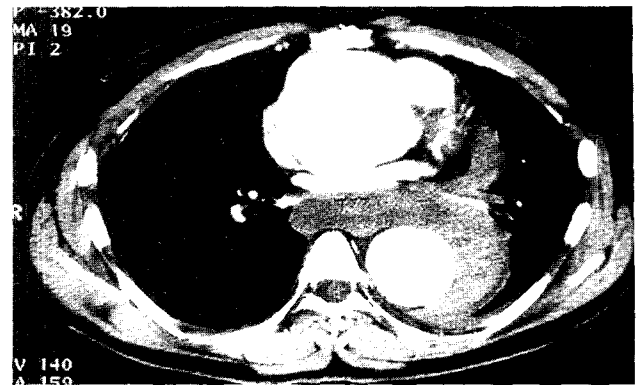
Chest CT showed dilatation of aortic root and rupture of descending aorta.
